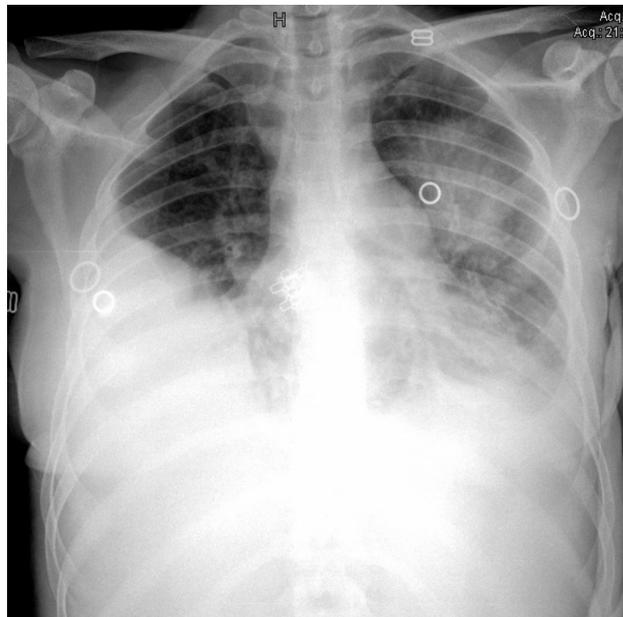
Radiografia de tórax da admissão hospitalar, demonstrando derrame pleural à direita e infiltrado difuso em parênquima pulmonar nos terços médio e inferior de hemitórax esquerdo.
